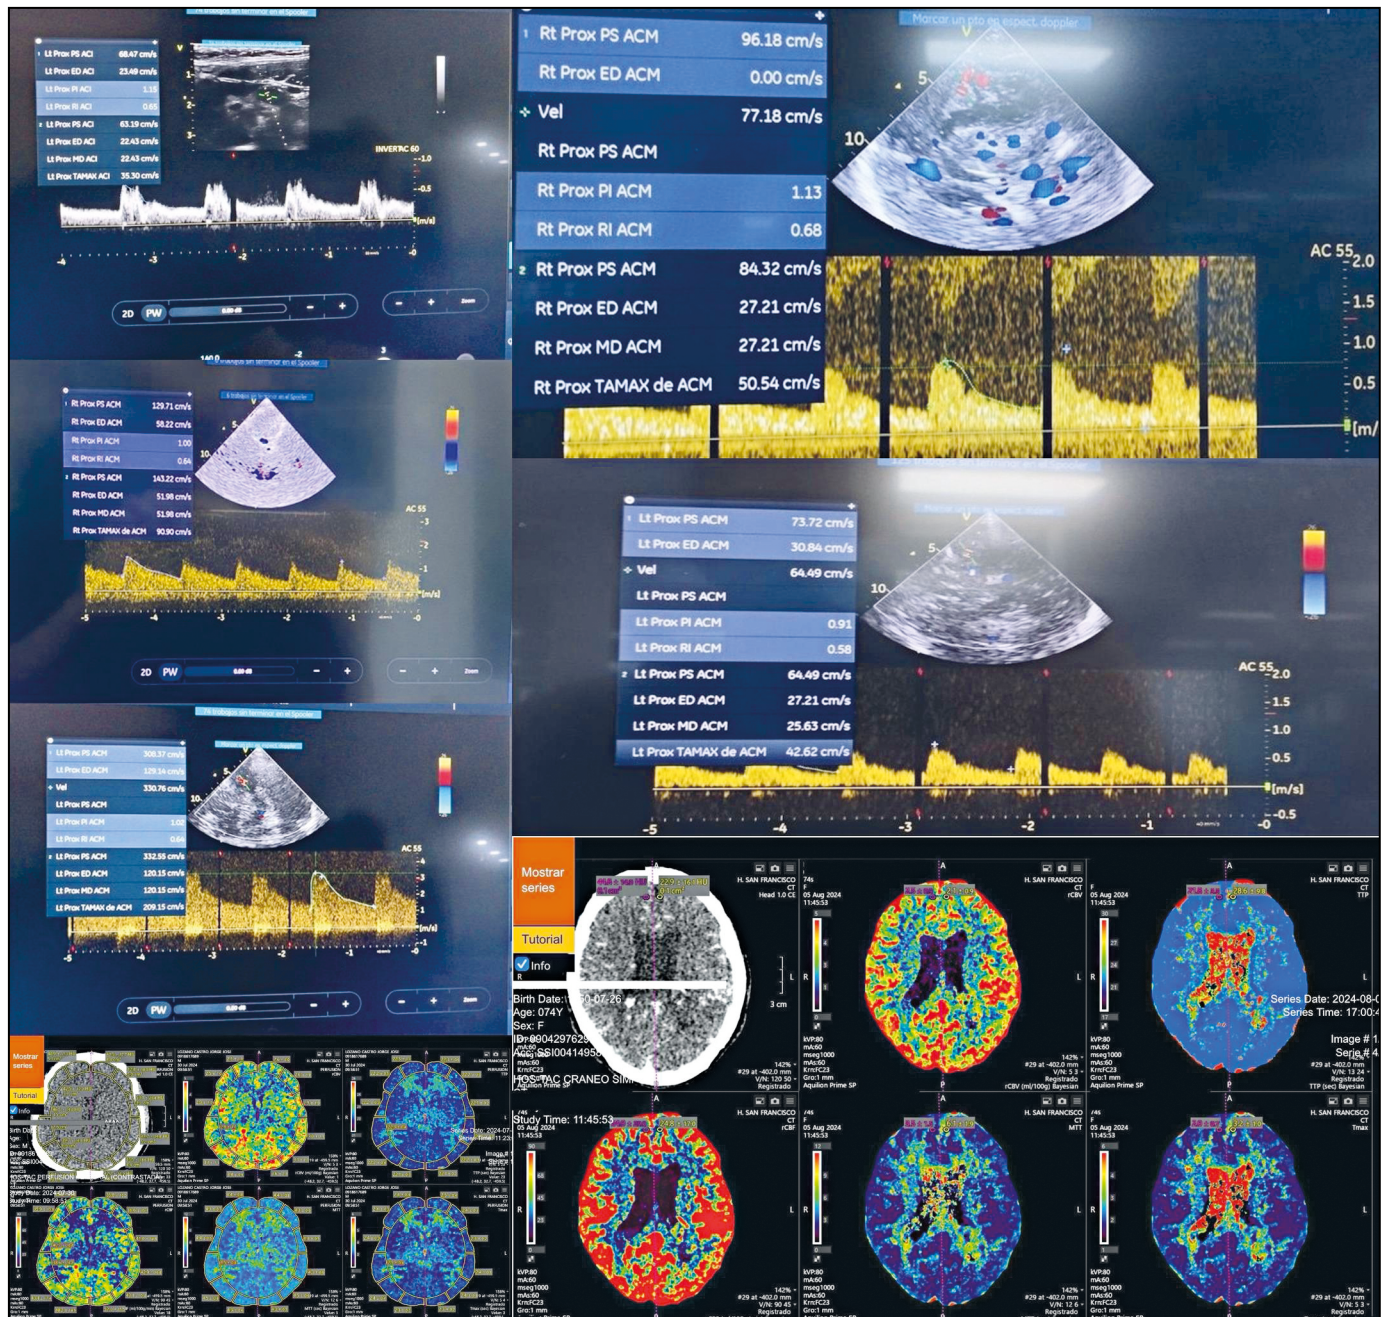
Estudio de caso 3 (lado izquierdo) y caso 4 (lado derecho). A-D (Caso 3): Doppler transcranial de la ACM derecha con velocidades dentro del rango (A); ACM izquierda con aumento de la velocidad media sugestivo de estenosis angiográfica severa (B); arteria carótida interna proximal (C); y tomografía por perfusión cerebral con parámetros hemodinámicos sin cambios significativos (D). E-G (Caso 4): Tomografía por perfusión cerebral con prolongación de MTT, CBF disminuido y CBV conservado en la región frontal parasagital izquierda, compatible con hipoperfusión (E). Doppler transcranial de la ACM derecha (F) y de la ACM izquierda (G), ambos dentro del rango adecuado.
